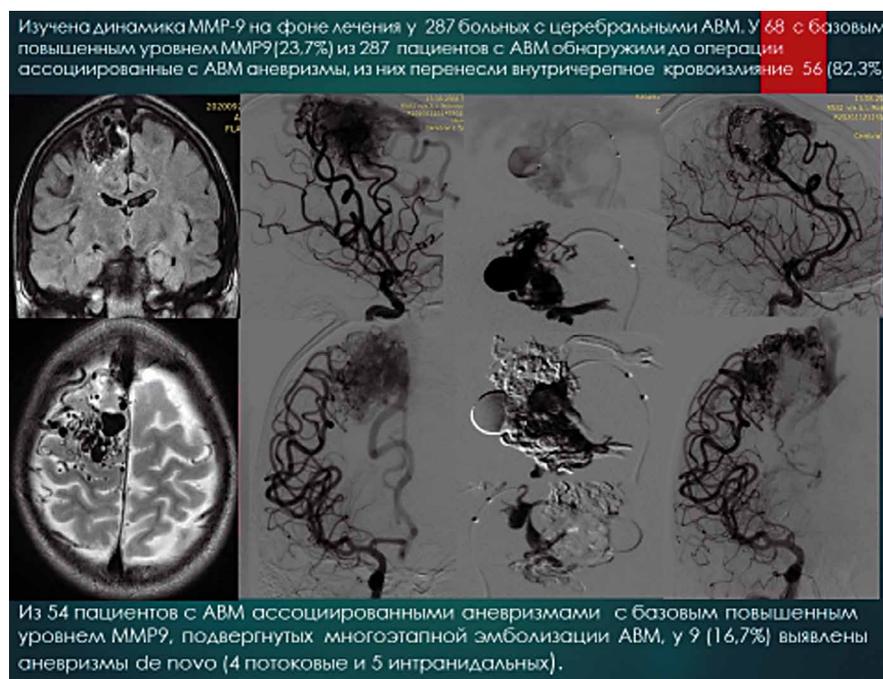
Эмболизация множественных крупных интранидальных АВМ ассоциированных аневризм неадгезививной композицией. а) АВМ правой лобной доли. Визуализация одной интранидальной АВМ-ассоциированной аневризмы при МР томографии, б) Каротидные ангиограммы справа до операции (детализации аневризм нет), в) интраоперационные суперселективные ангиограммы, визуализирующие 2 крупные интранидальные аневризмы г) Контрольная каротидная ангиография справа — частичная эмболизация АВМ с выключением, компартмента АВМ, содержавшего множественные интранидальные аневризмы
